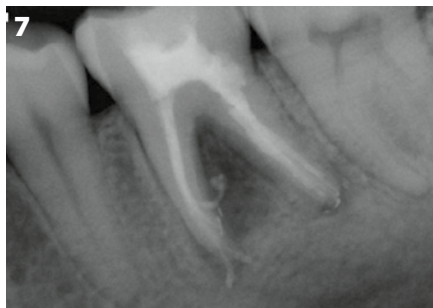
Dernière radiographie.
